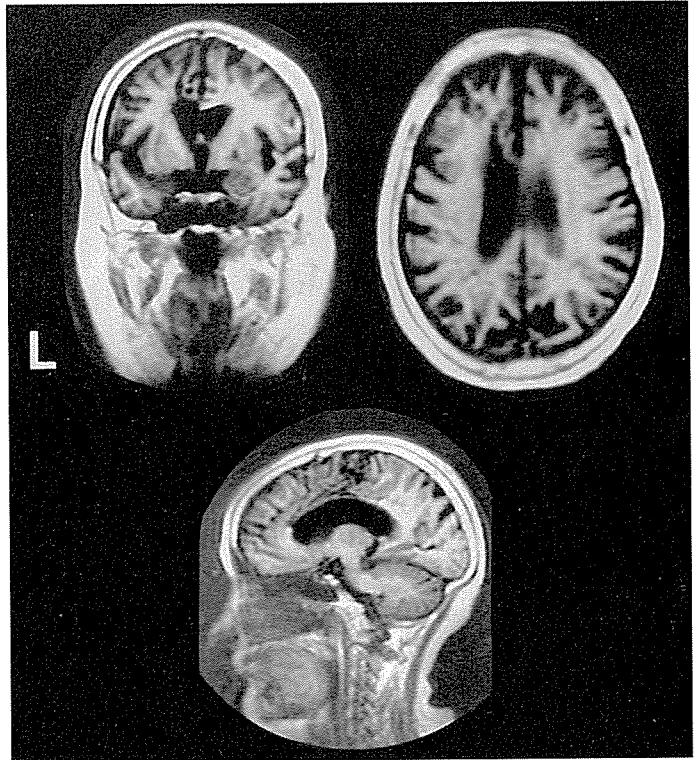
道具の強迫的使用例のMRI: TR2080ms, TI500ms (高橋ら, 1991)
